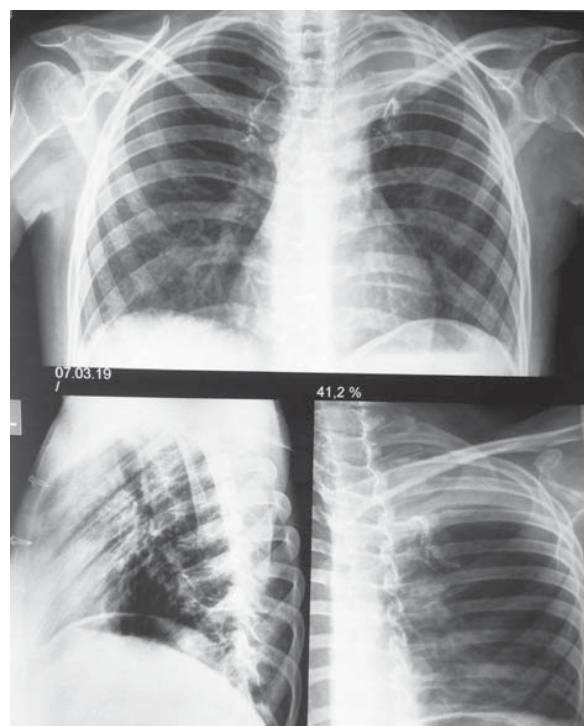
Оглядова рентгенографія перед випискою
